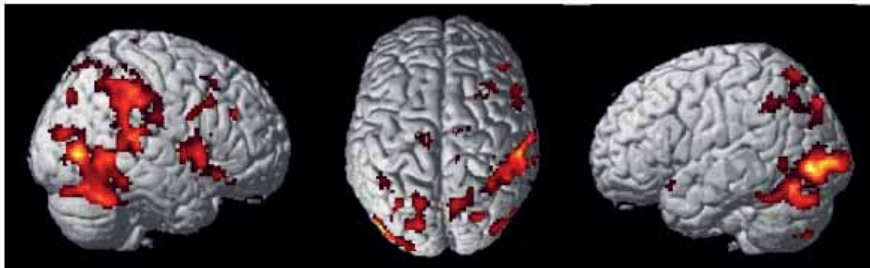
Функциональная МРТ. К
